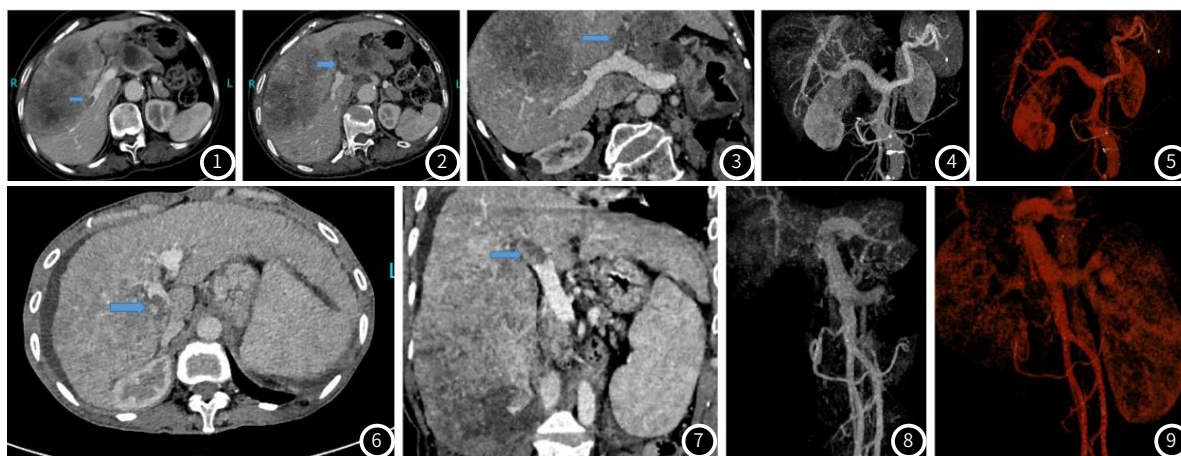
~图5 肝癌患者,女,82岁。图1:CT轴位示门脉右支癌栓(箭头);图2:CT轴位示门脉左支癌栓(箭头);图3:MPR示门脉左支癌栓(箭头);图4:MIP示门脉左支未见显示;图5:VR示门脉左支未见显示。图6~图9 肝癌患者,女,54岁。图6:CT轴位示门脉右支癌栓(箭头);图7:MPR示门脉右支癌栓(箭头);图8:MIP门静脉右支未见显示;图9:VR门静脉右支未见显示。
